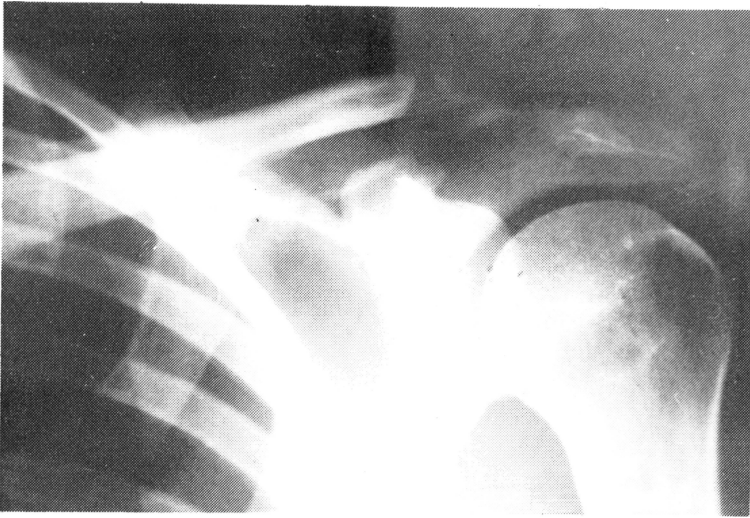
Paciente de las figs. 3 y 4. Resultado de la segunda operación al cabo de año y medio. Funcionalmente su situación era muy buena, no tenía deformidad y en la radiografía se aprecia el paso de la lazada de Dacron por la clavícula.
